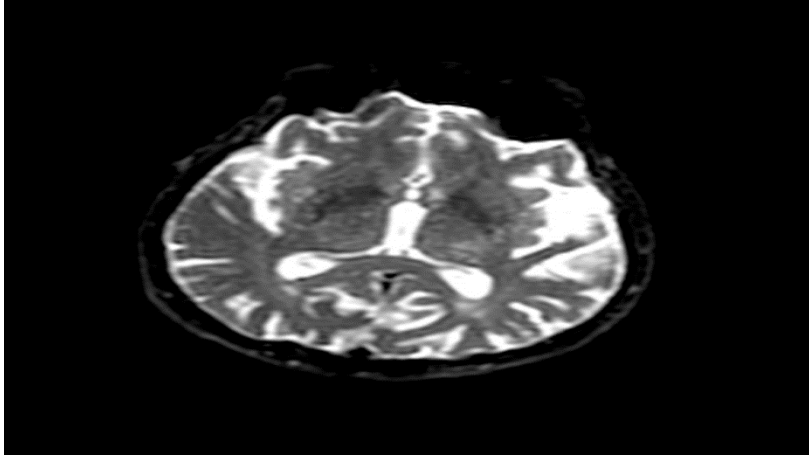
Difüzyon ağırlıklı MRG
